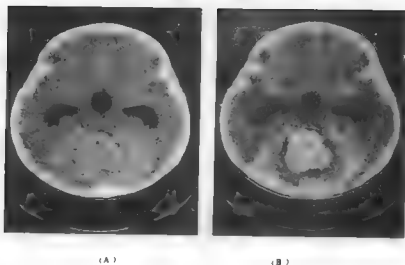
女 7 岁。第四脑室室管膜瘤 CT 扫描
